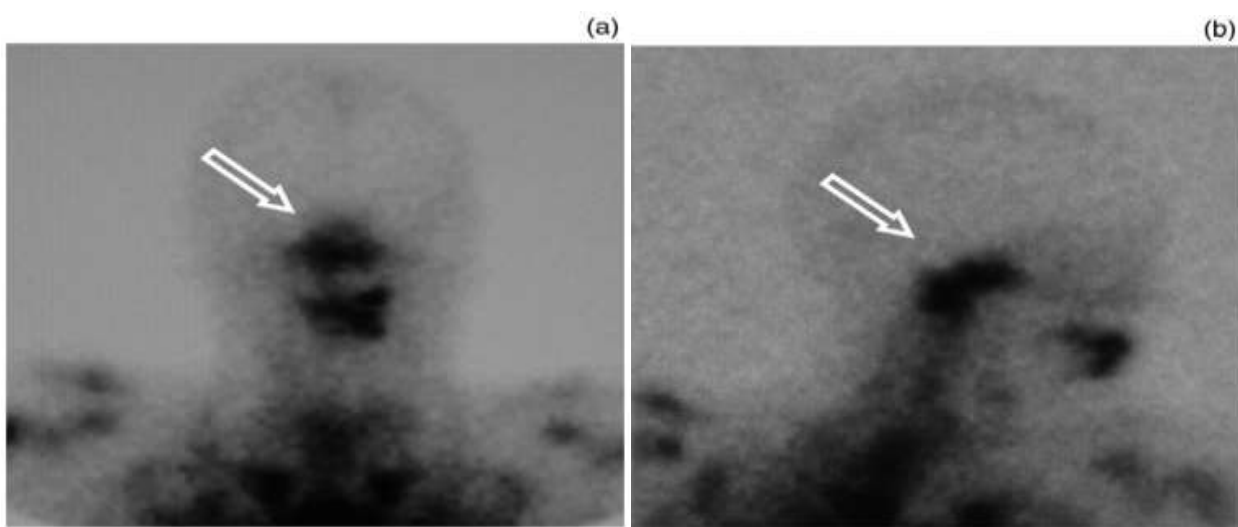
(a) Vues antéro-postérieure et (b) latérale droite d'une scintigraphie osseuse au technétium 99m chez un patient souffrant d'une otite externe nécrosante, montrant une hyperfixation au niveau de la région de la base du crâne (flèches) [125].
